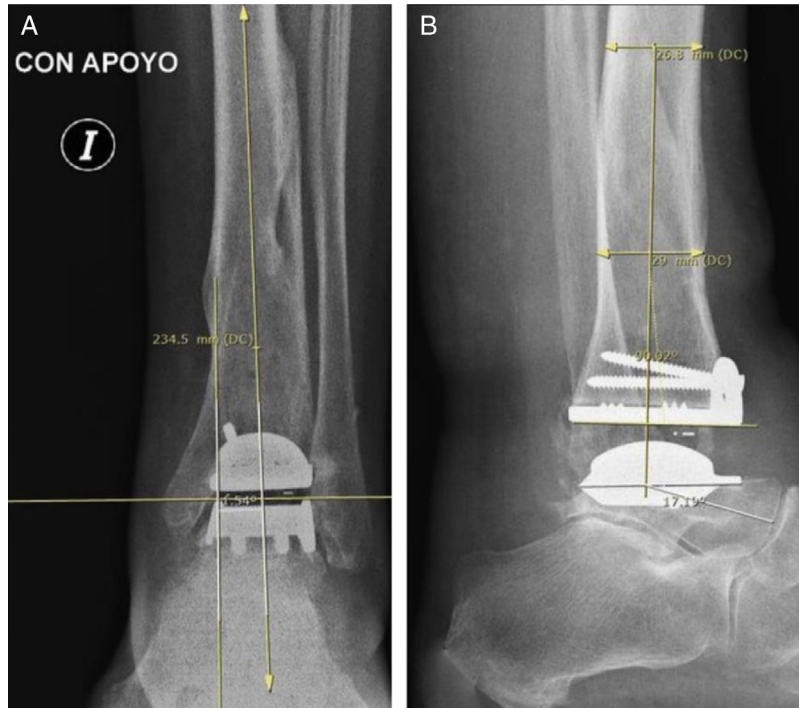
Paciente del grupo 1: artroplastia total de tobillo (ATT). A) Radiografía de tobillo izquierdo, con carga, de frente. B) De perfil. La medición angular entre el eje longitudinal de la tibia y el componente protésico fue realizada según la técnica de Hintermann.
